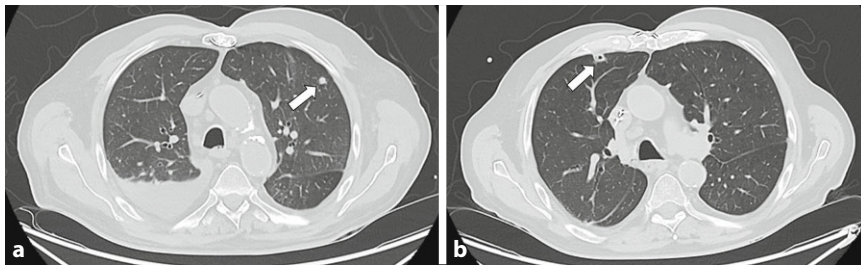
▲ CT Thorax mit bipulmonalen, septisch embolischen Konsolidierungen (Pfeile). a Aufnahme im Rahmen von Episode Nr. 2, b Aufnahme im Rahmen von Episode Nr. 3
